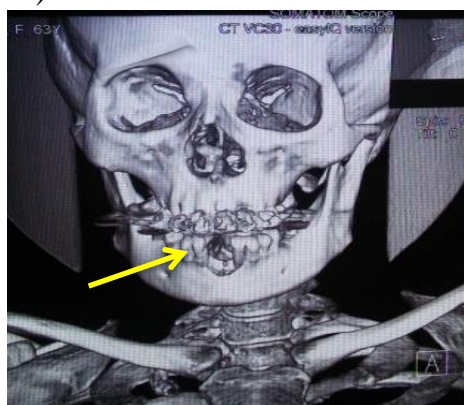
МСКТ нижней челюсти до операции
